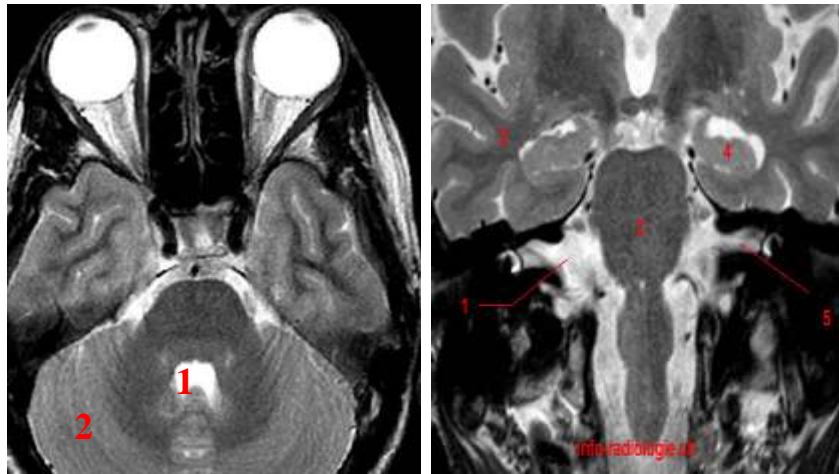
Fosse postérieure normale en IRM à 1,5 T en SEpT2 [26]
